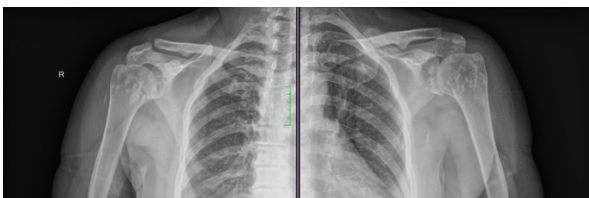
Anteroposterior radiograph of the shoulders. The humeral head and widely distributed, small, well-circumscribed and circular sclerotic bone lesions around the glenoid cavity.
